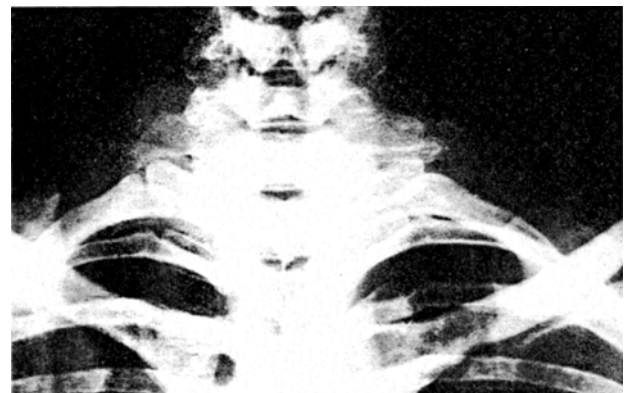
Röntgenaufnahme bei Zustand nach Halsrippenteilresektion links 1963. Man erkennt rechts die noch nicht resezierte Stummhalsrippe.
